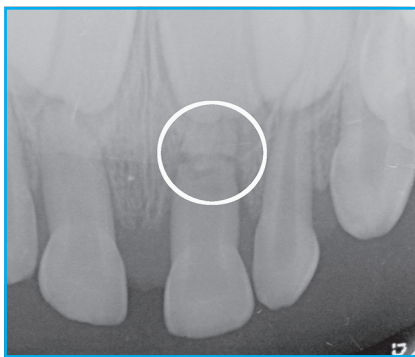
Radiographie intrabuccale chez un enfant de 3 ans qui permet d'objectiver une fracture radiculaire de l'incisive centrale temporaire maxillaire gauche (61). Nous pouvons constater la proximité anatomique des germes des dents permanentes avec les dents temporaires, expliquant les possibles séquelles sur les dents permanentes des traumatismes en denture temporaire.
